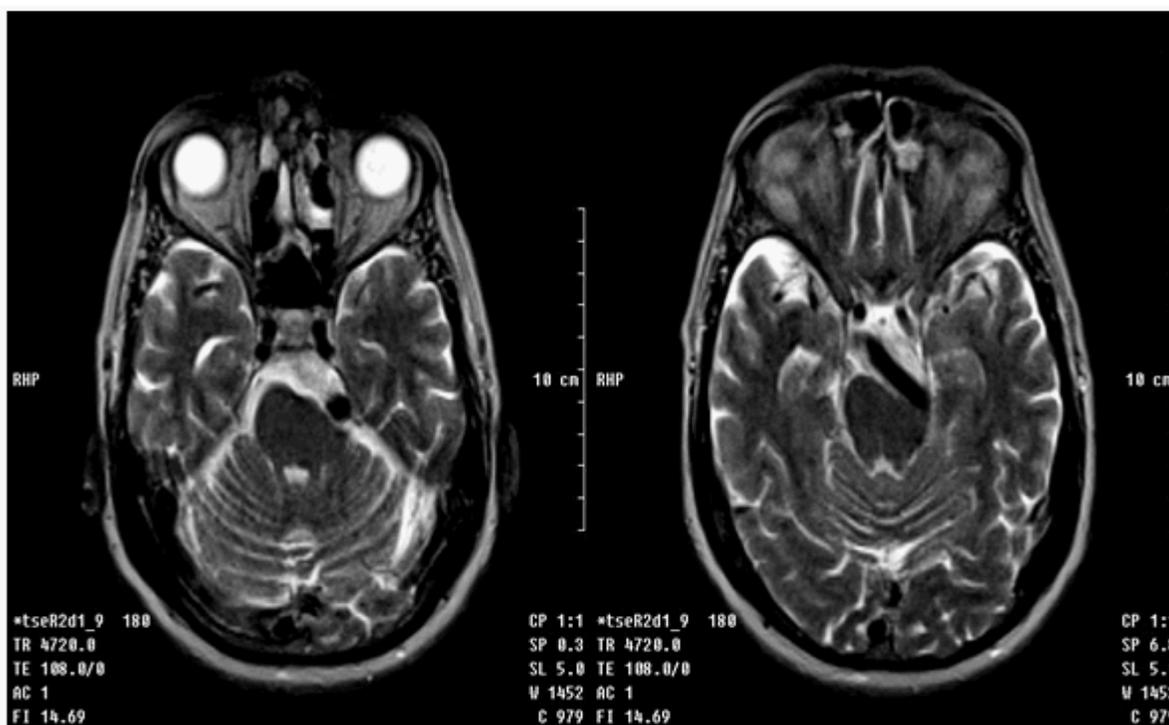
Resonancia magnética nuclear de cráneo. Se observa en cortes axiales de secuencia T2, DEVB que ocupa la cisterna del ángulo pontocerebeloso izquierdo y comprime el tallo encefálico, a nivel de la emergencia del V par craneal izquierdo, causando deformidad del puente.
